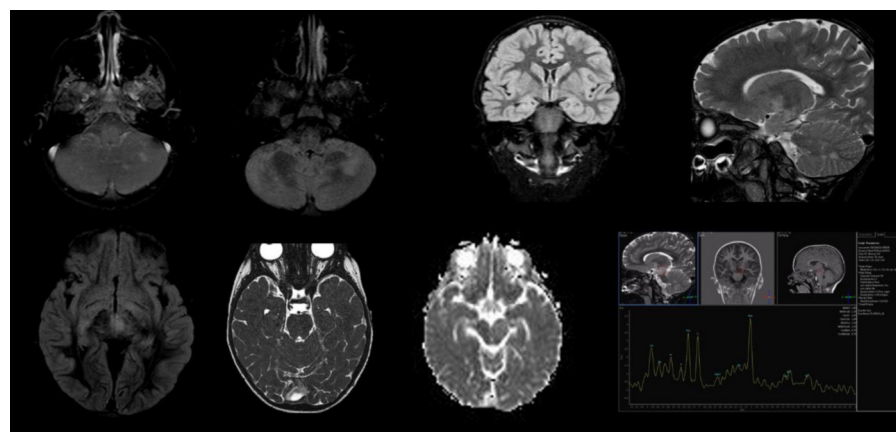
Resonancia magnética de Caso 3
